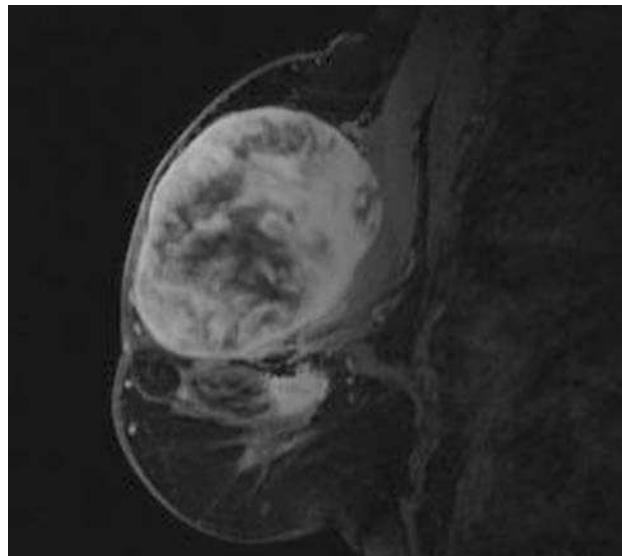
Resonancia magnética que muestra 2 nódulos de similares características.
